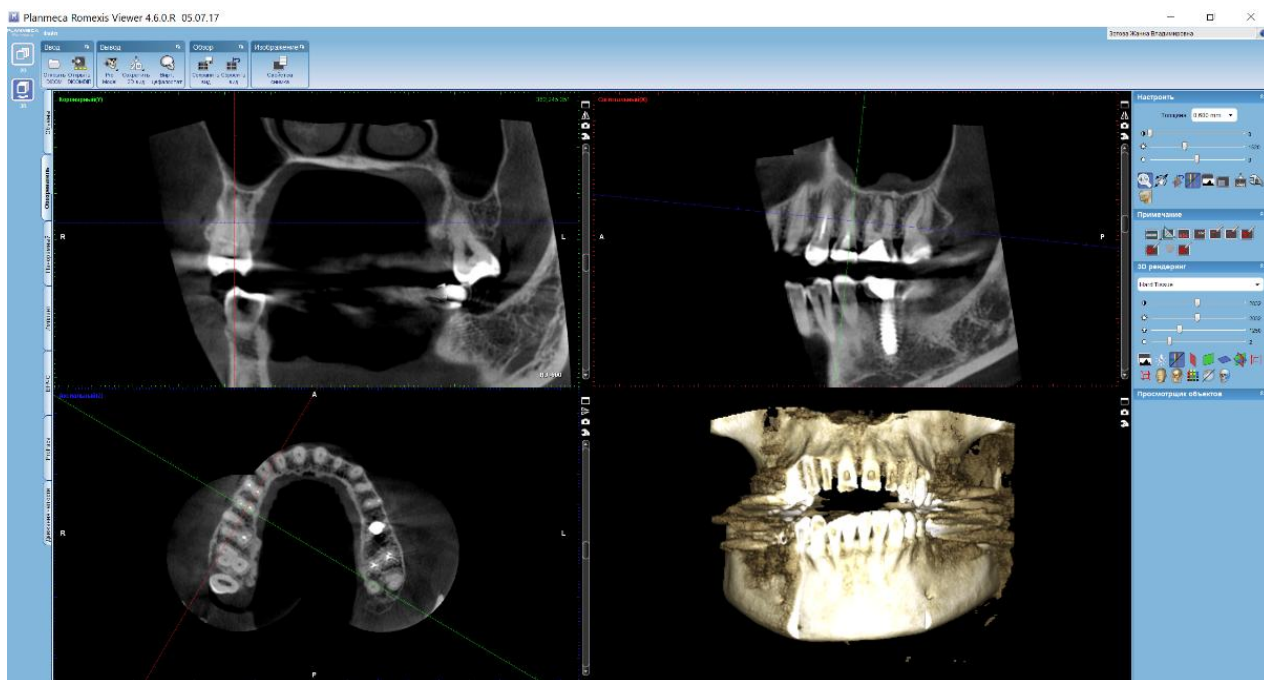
Компьютерная томограмма в программе Romexis
